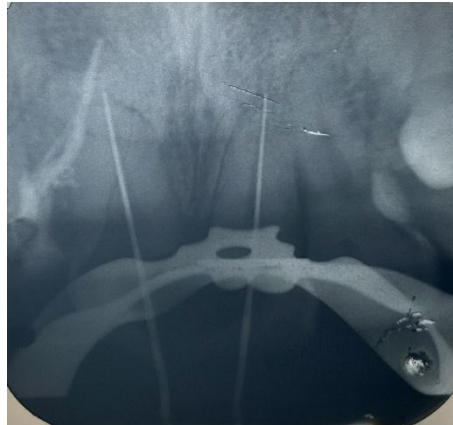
Radiografía periapical conductometría
